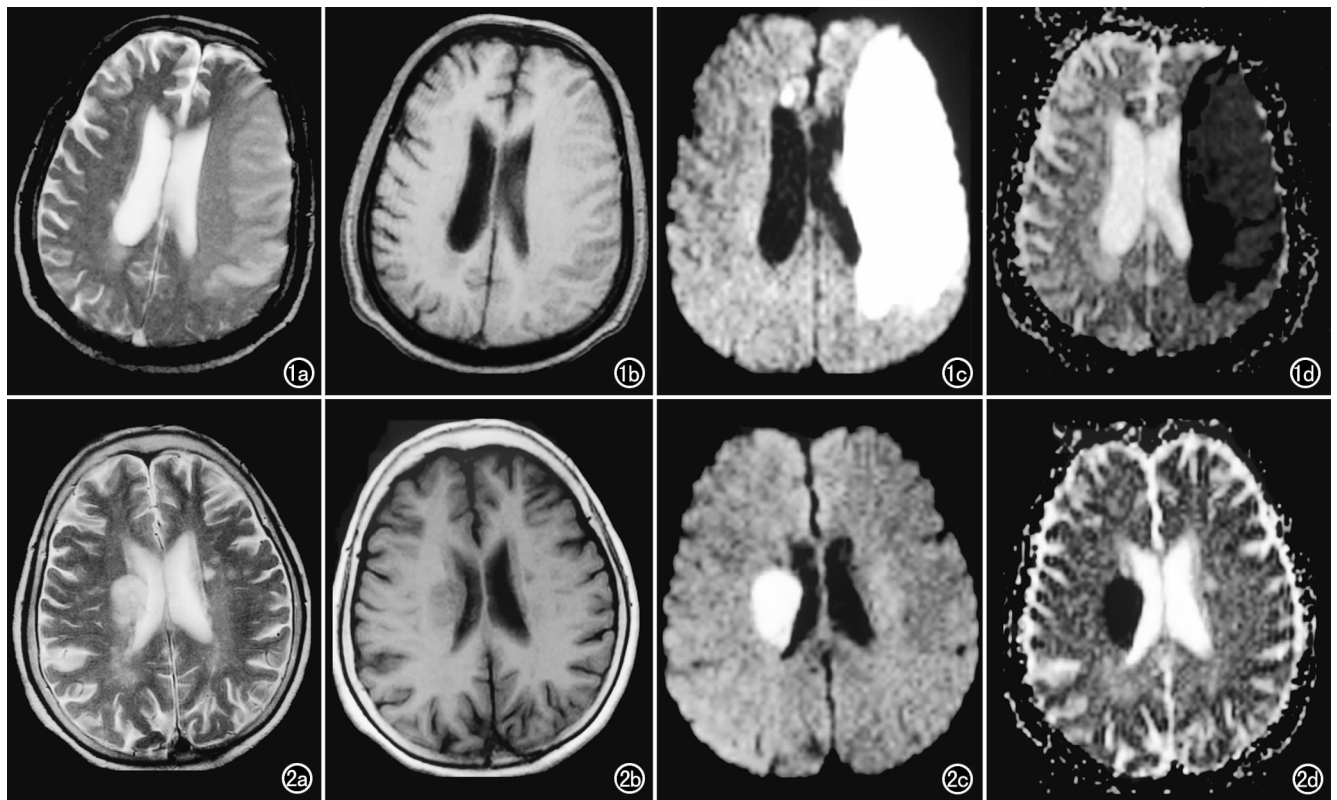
发病 3 h,左侧大脑半球大片状异常信号。a) T_2 WI 上呈稍高信号;b) T_1 WI 上呈略低信号;c) DWI 上呈高信号;d) ADC 图上呈明显低信号。图 2 发病 12 h,右侧脑室旁见斑片状异常信号。a) T_2 WI 上呈高信号;b) T_1 WI 上呈稍低信号;c) DWI 高信号;d) ADC 图上呈明显低信号。
